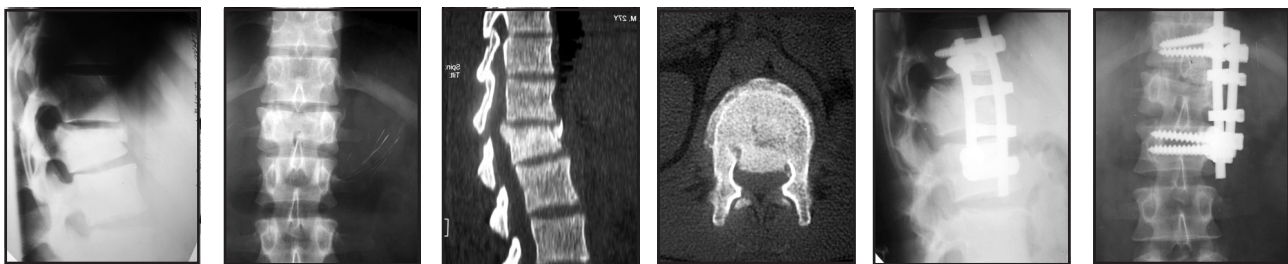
Фоторентгенограммы и костные томограммы больного К. до и после оперативного лечения
